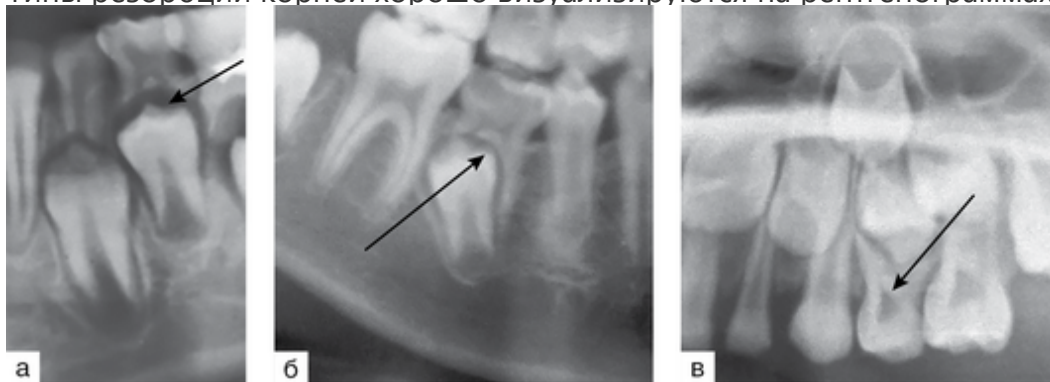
Ортопантомограмма (а) (фрагмент) 7.3–7.4 зубов. Равномерная физиологическая резорбция корней 3.3 и 3.4 зубов. Ортопантомограмма (б) (фрагмент) — 4.4, 8.5 и 4.6 зубов. Неравномерная физиологическая резорбция корней 8.5 зуба. Ортопантомограмма (в) (фрагмент) — 6.3–6.5 зубов. Физиологическая резорбция от бифуркации 6.4 зуба (стрелки) К 12–13 годам все временные зубы заменяются постоянными. В прикусе остаются постоянные зубы с различной степенью формирования корней (рис. 9.10).
